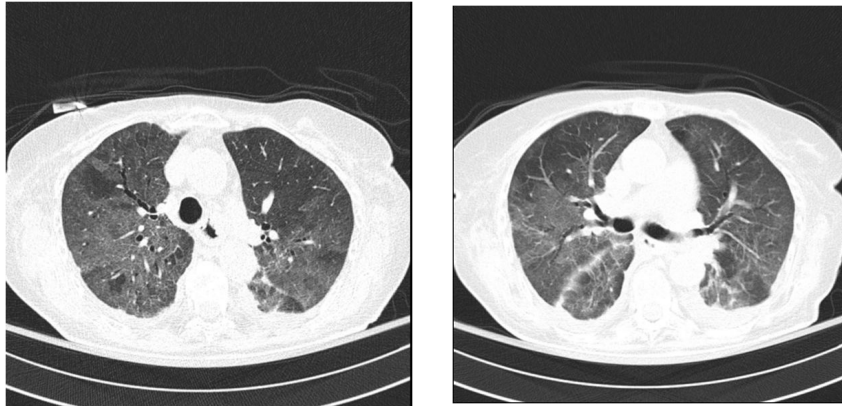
Radiografía realizada al paciente durante el ingreso, en el que se muestra un aumento de densidad del parénquima pulmonar.
